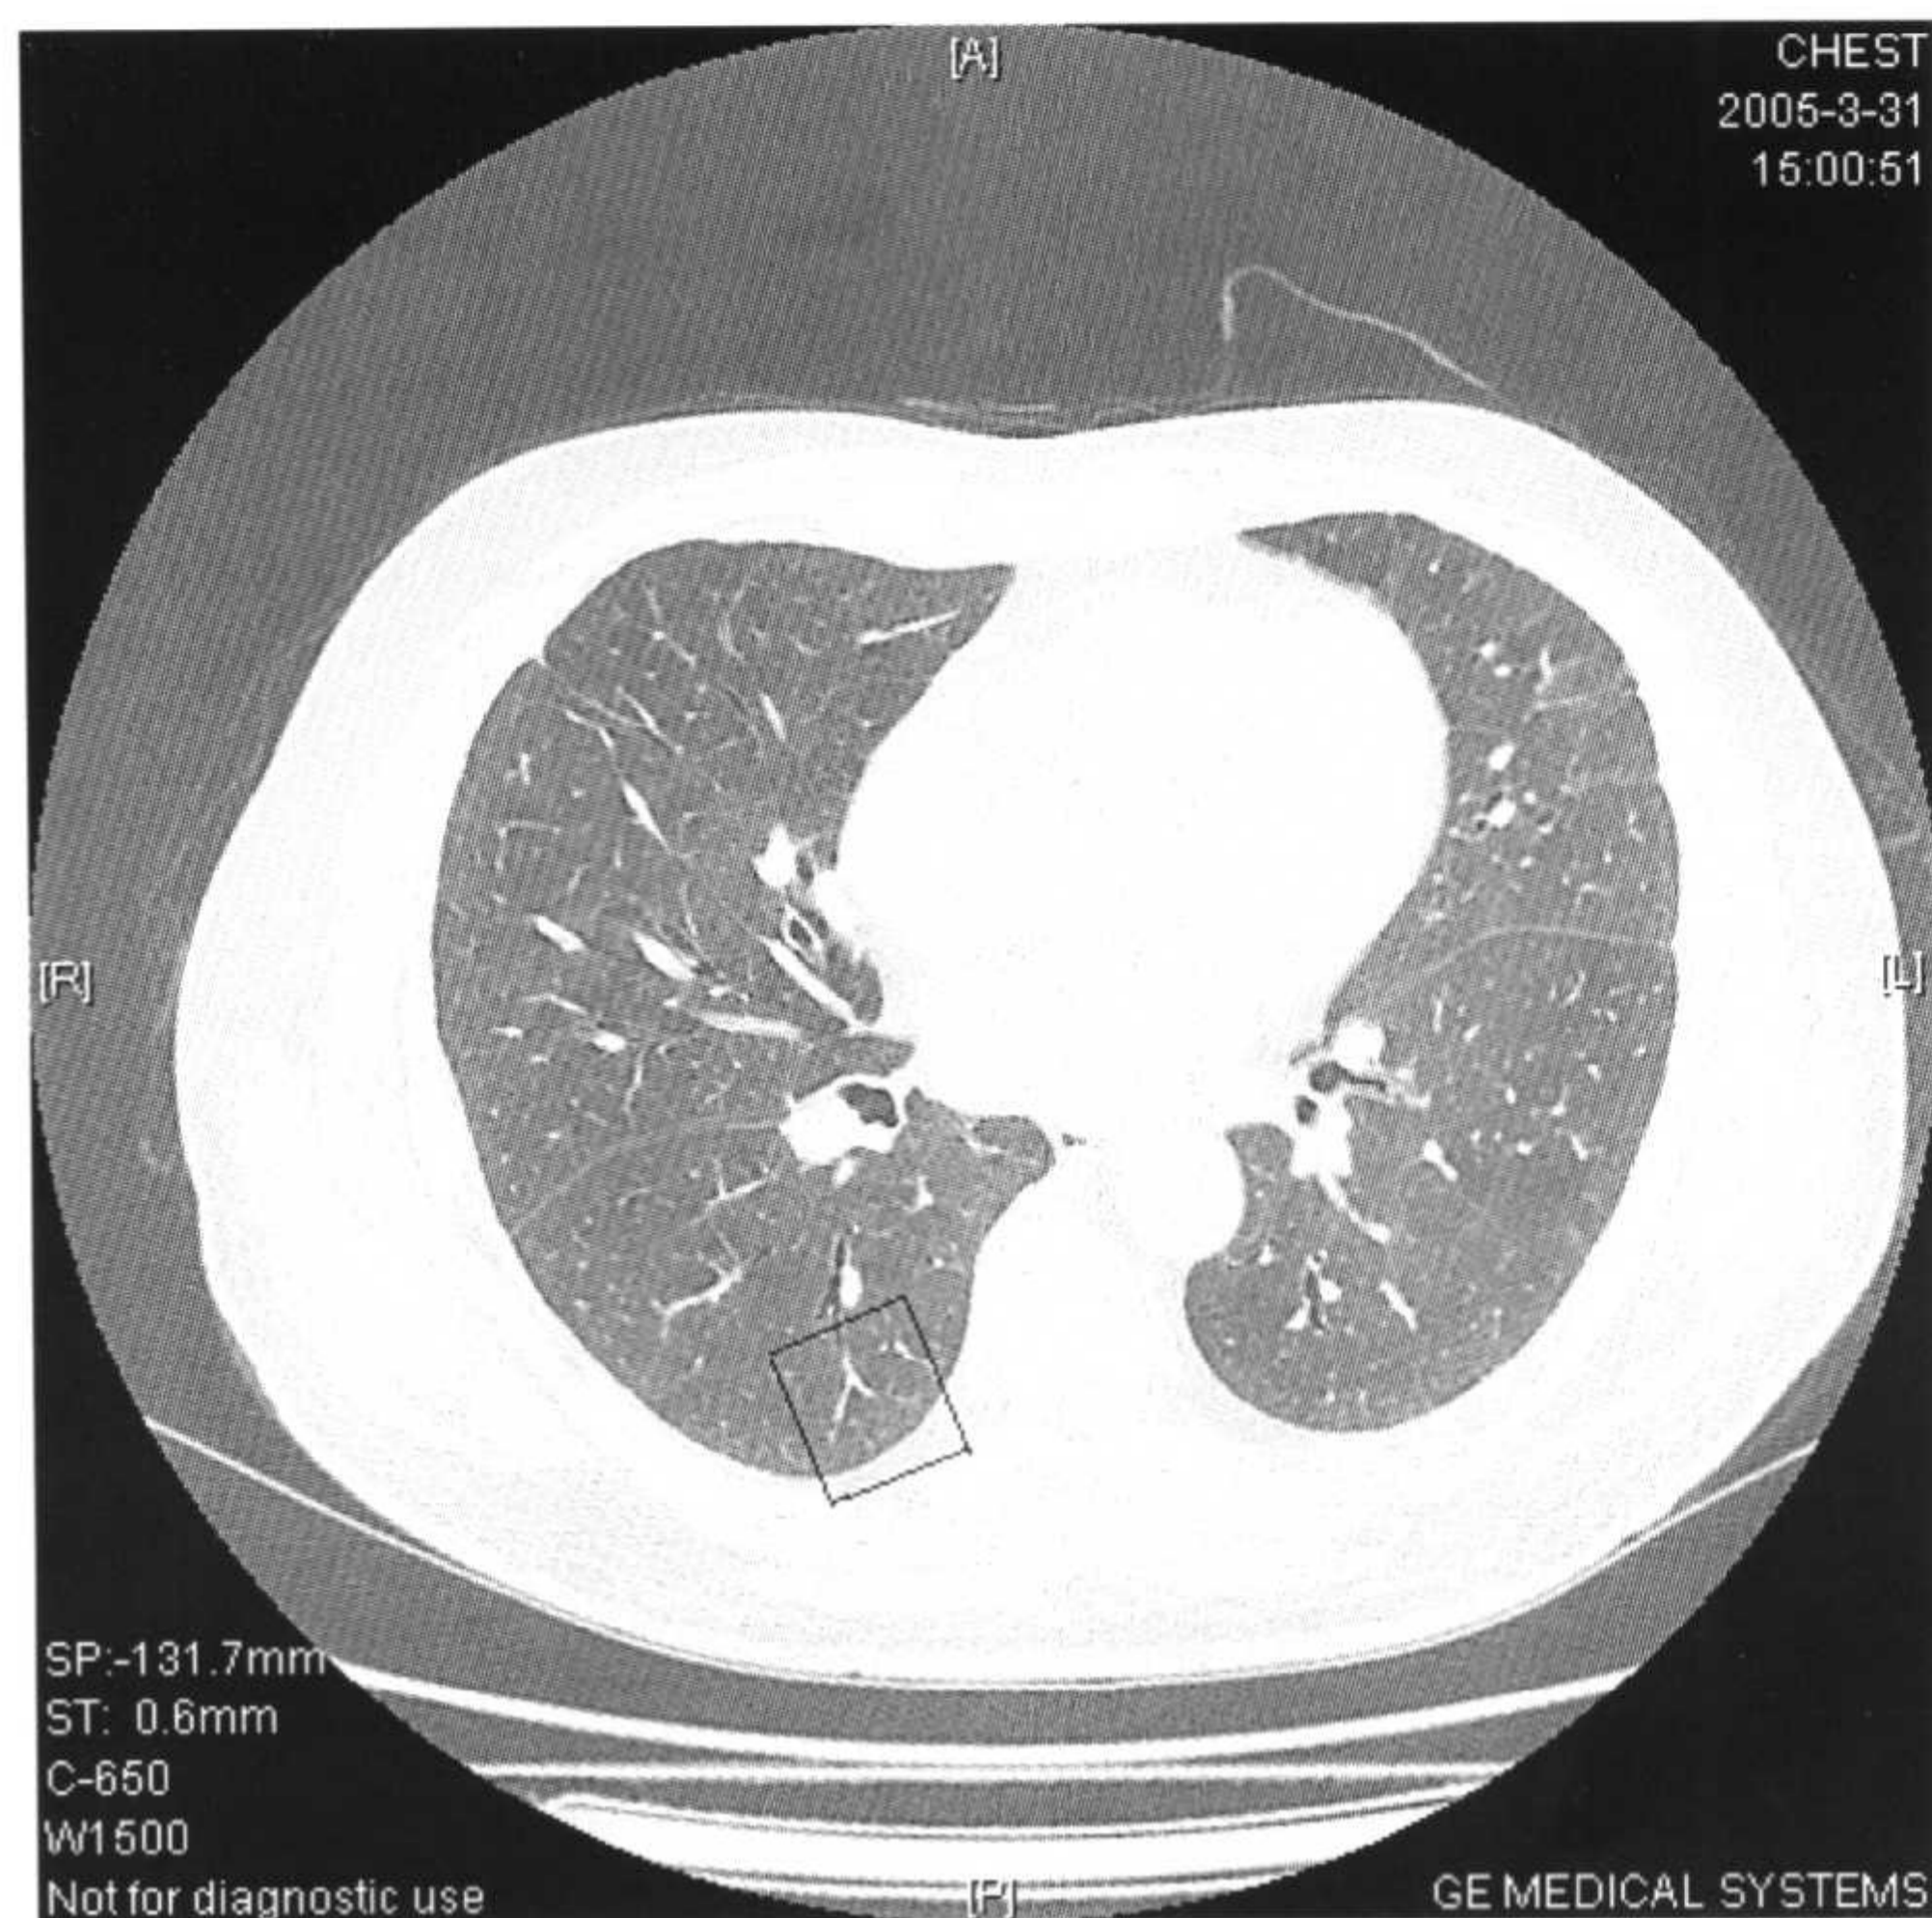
正常肺 HRCT 显示与图4-1 同样的小叶结构,HRCT 可以显示与终末细支气管伴行的肺动脉,血管距小叶边缘3mm。
